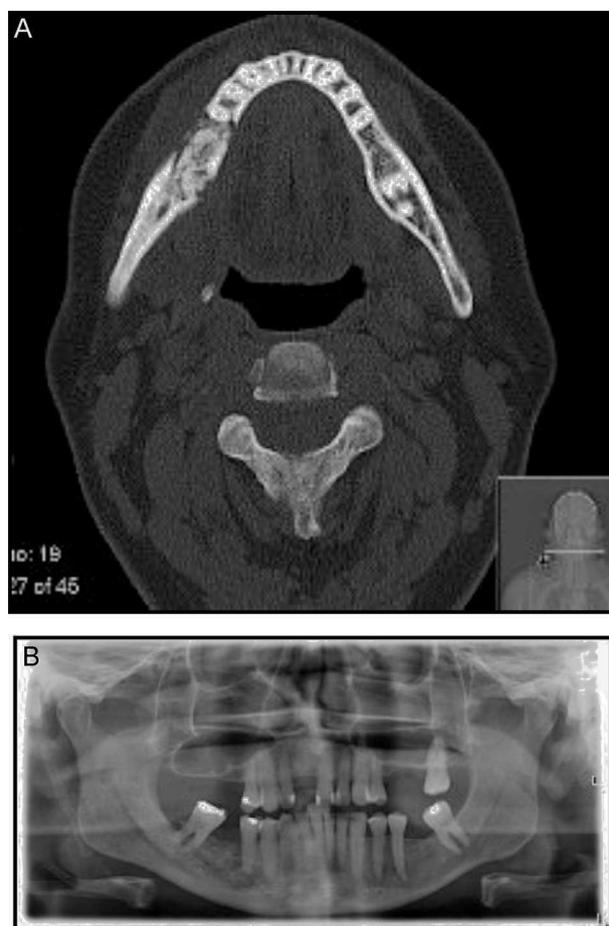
A. TC da face: marcada modificação da trabeculação óssea do corpo da mandíbula direita, com cerca de 3,5 cm de comprimento. B. Ortopantomografia mostrando alterações na mandíbula direita.
